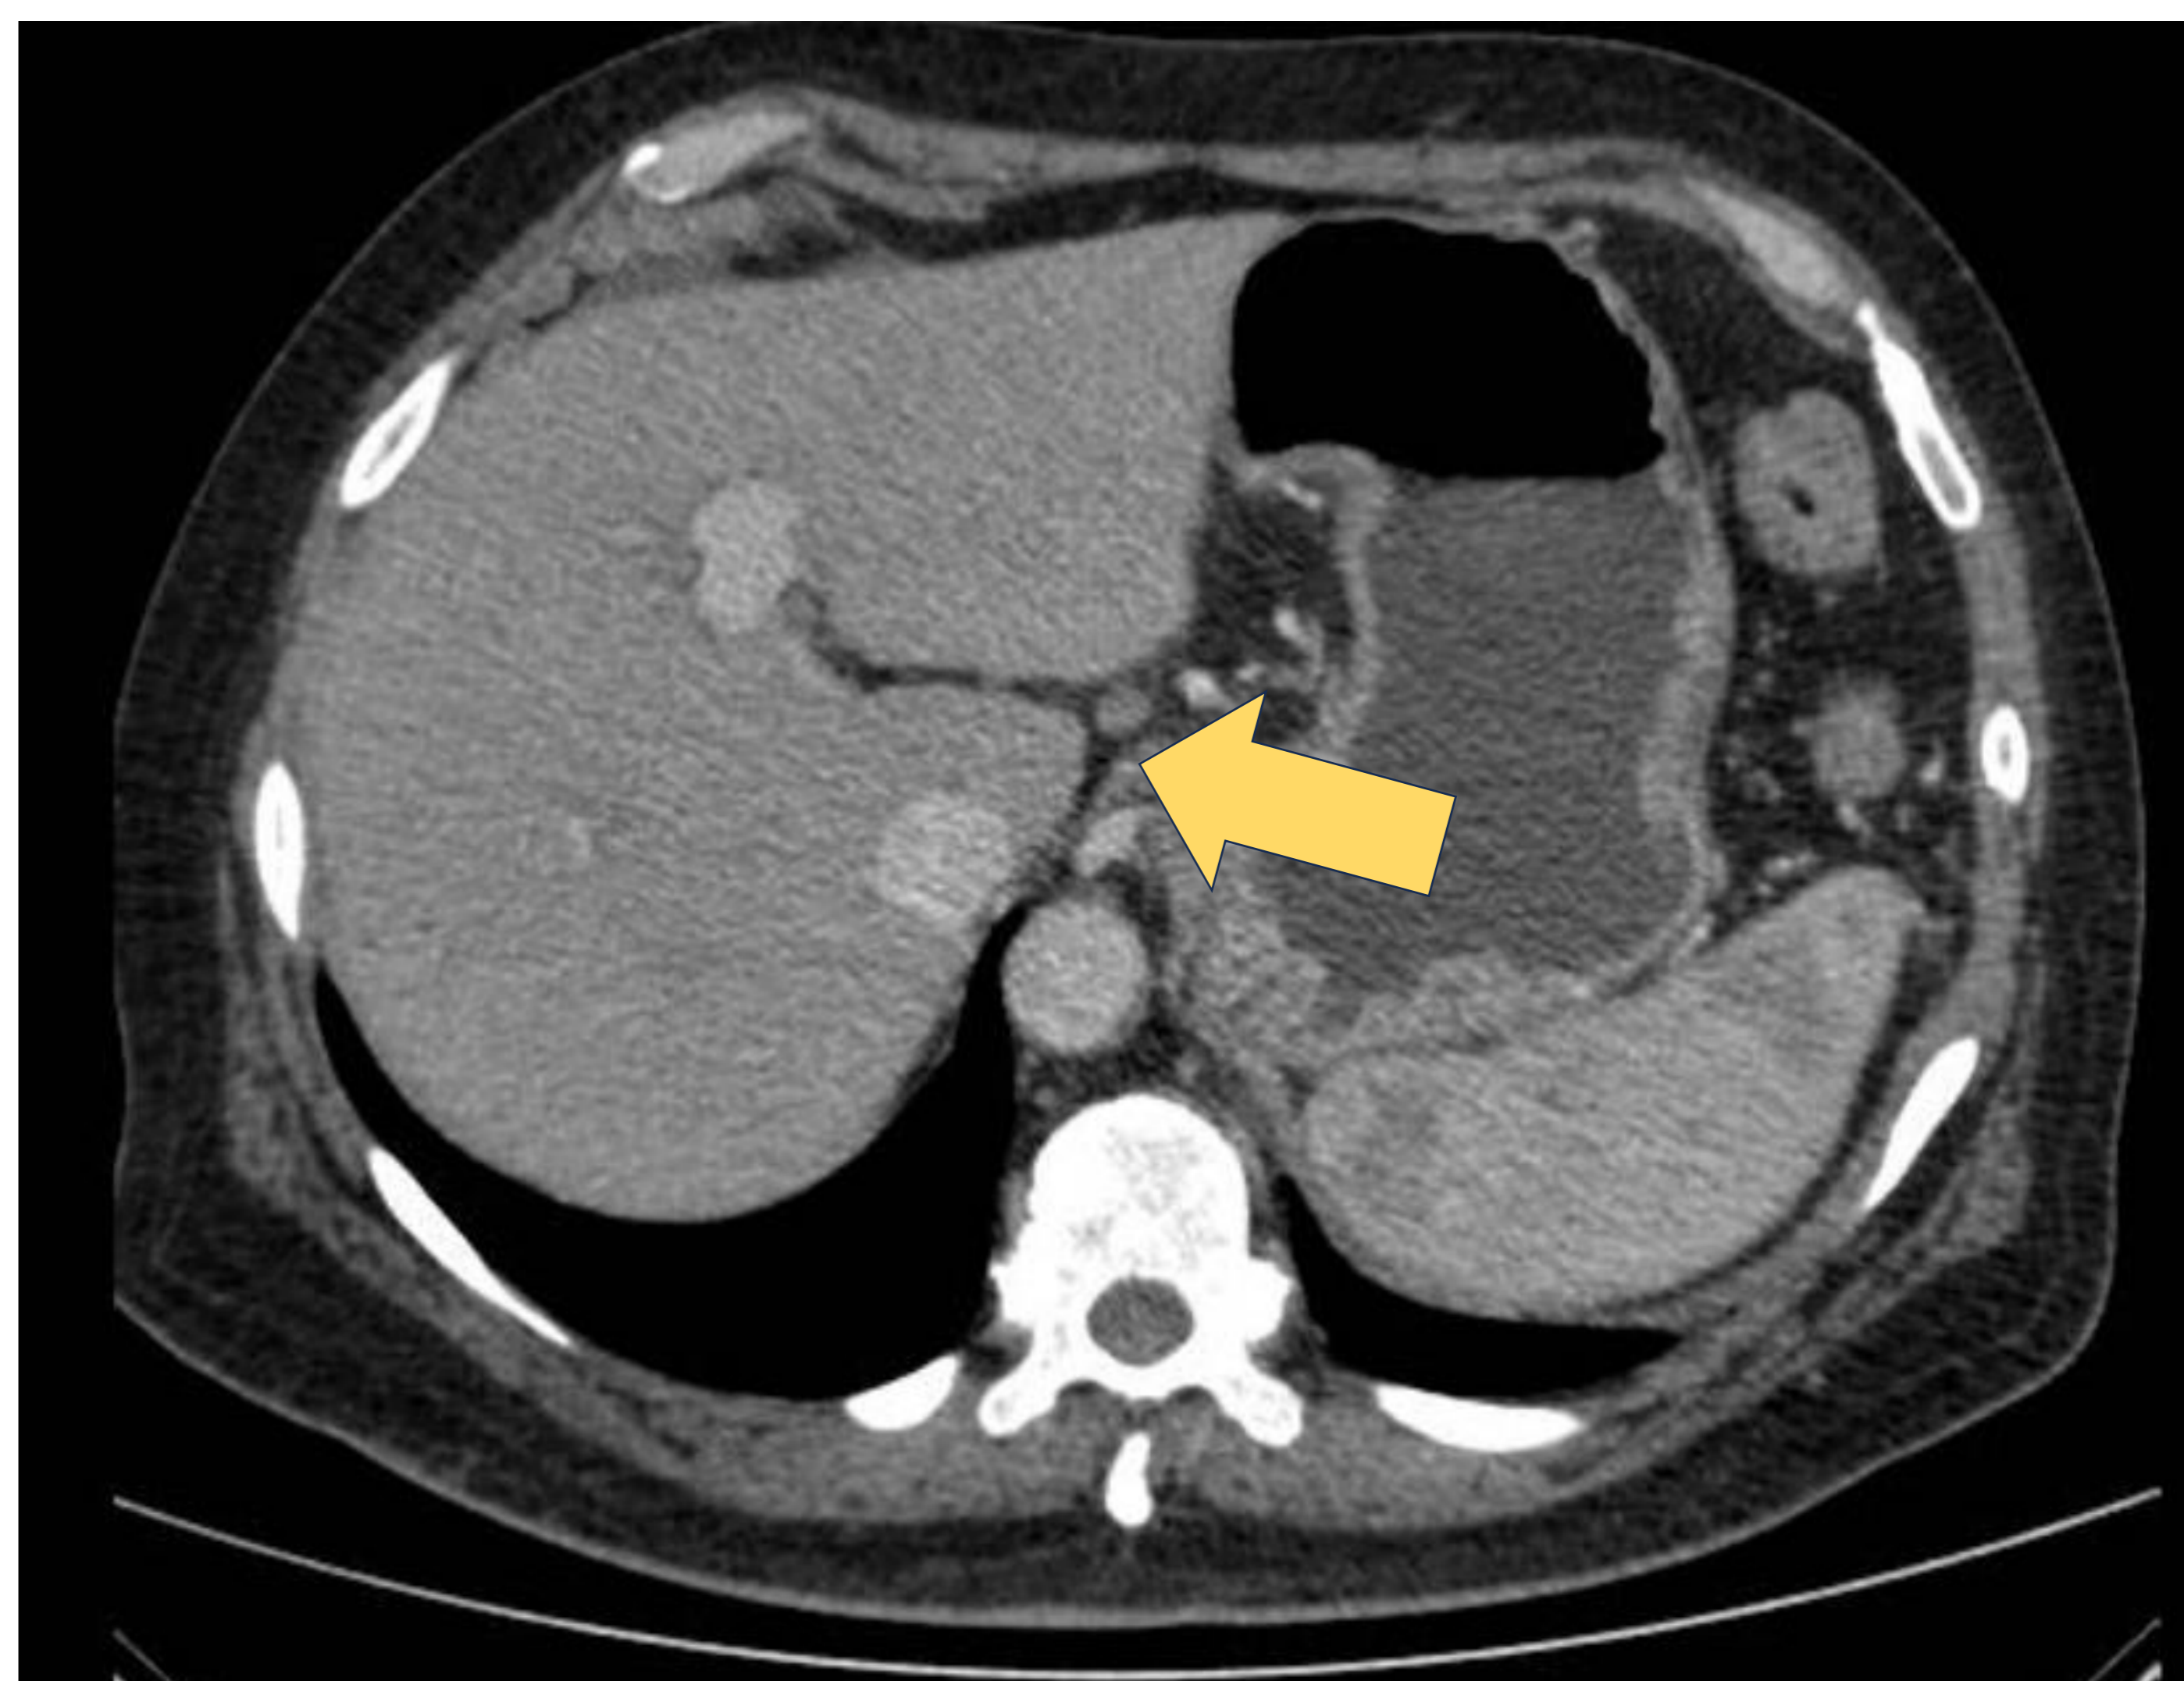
Tomografía de Abdomen Superior con contraste. Estudio sin hallazgos que sugieran trombosis portal. Hígado de contorno lisos sin embargo se visualizan múltiples colaterales y canalización de la vena esplénica, hallazgos que sugieren hepatopatía crónica.
